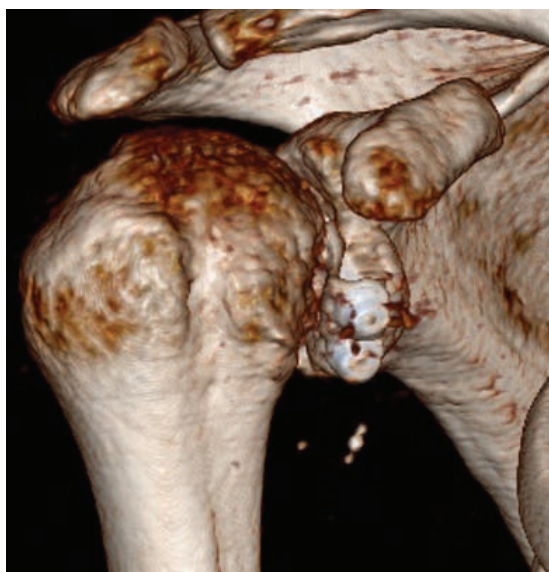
МСКТ плечевого сустава пациента М. после операции через 6 месяцев (основная группа).
